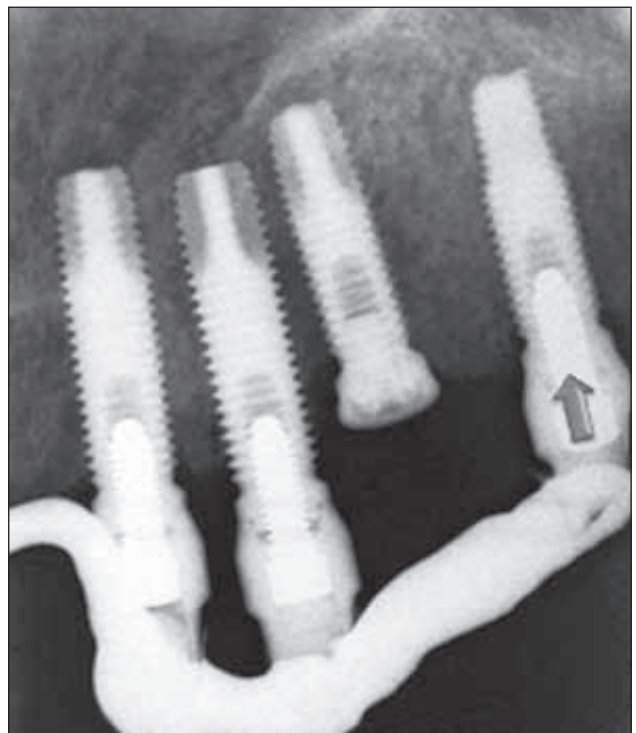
/ Échec d'un implant lors du traitement d'un maxillaire édenté : radiographie d'un implant postérieur d'une prothèse maxillaire, devenu cliniquement mobile. L'implant le plus distal (flèche) est devenu mobile après 3 mois de mise en fonction de la prothèse renforcée avec un renfort métallique coulé. Noter la présence d'un implant mésial adjacent laissé en nourrice.
